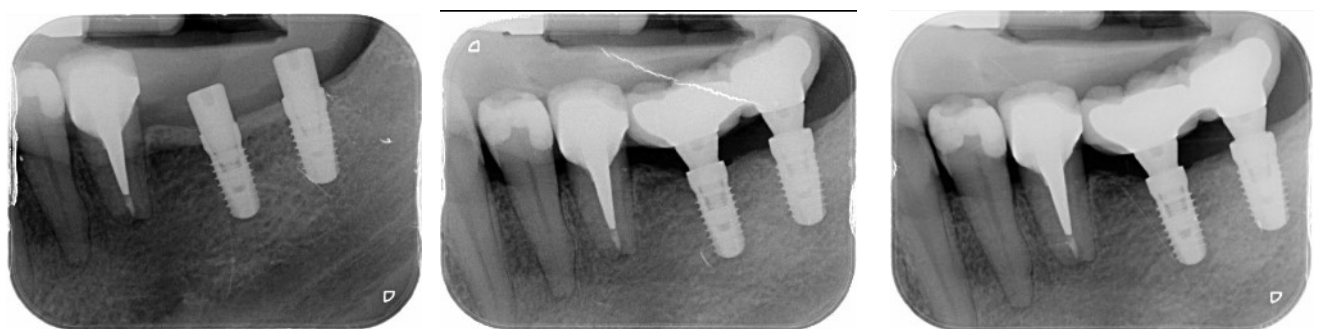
Radiografías periapicales en el momento de colocación de implantes, carga protésica y seguimiento a los 6 meses.
